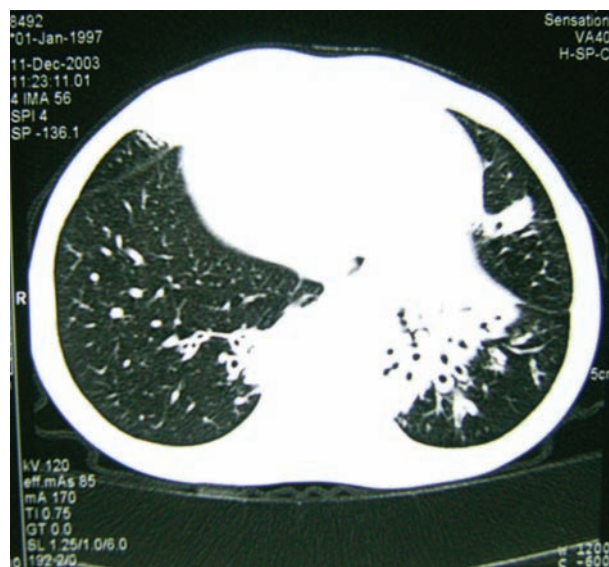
Компьютерная томография легких и органов средостения ребенка М.П. от 2003 г.
